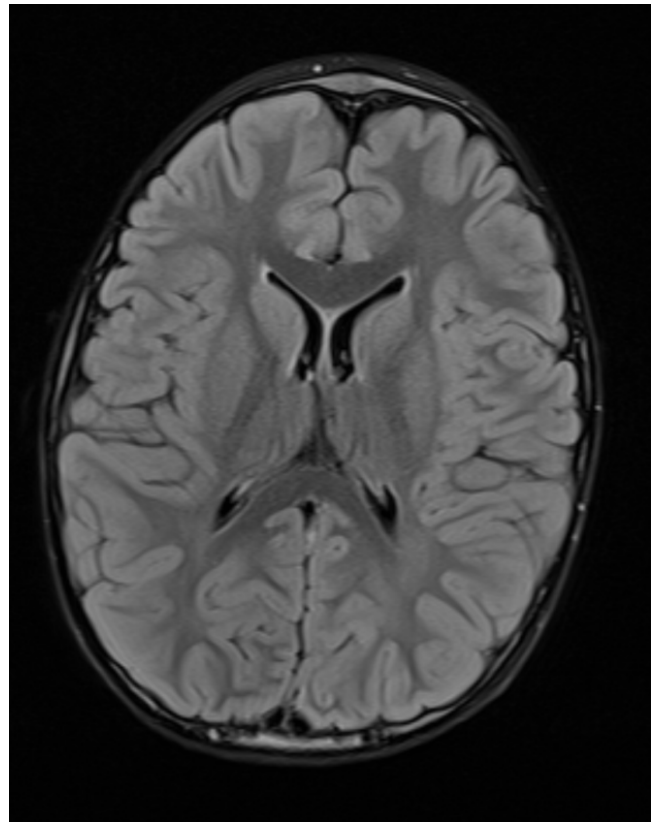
Beispiel Atrophie 3: Grad 0 – FLAIR
